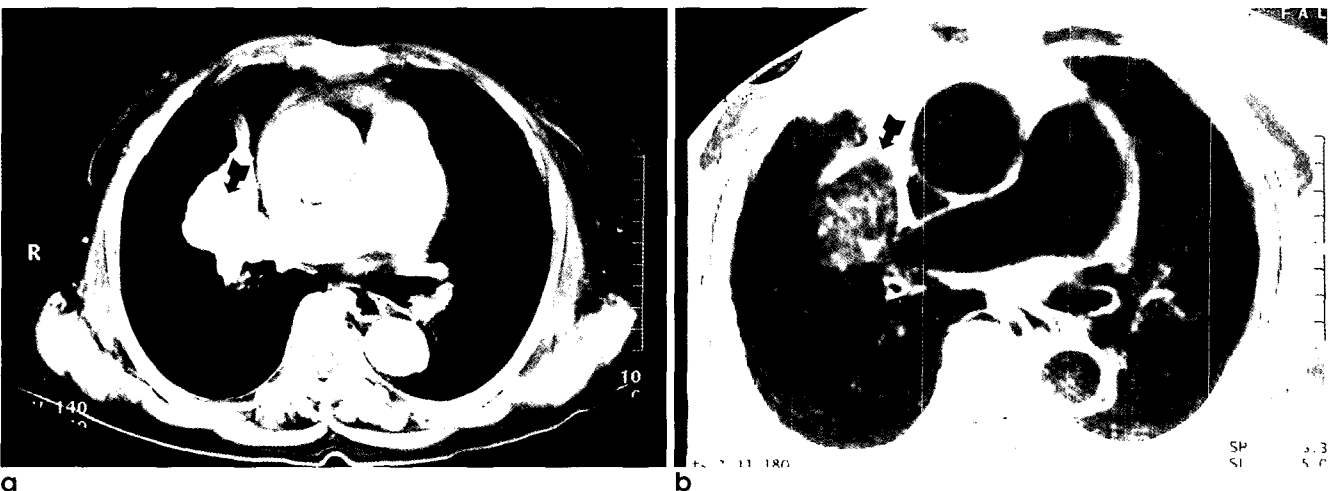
Bronchial anthracofibrosis in a 74-year-old woman. a. CT scan shows mass with atelectasis containing multiple calcification (arrow) in right middle lobe and enlarged right pulmonary artery. b. T2 weighted MR image shows low signal intensity of the lesion (arrow).
